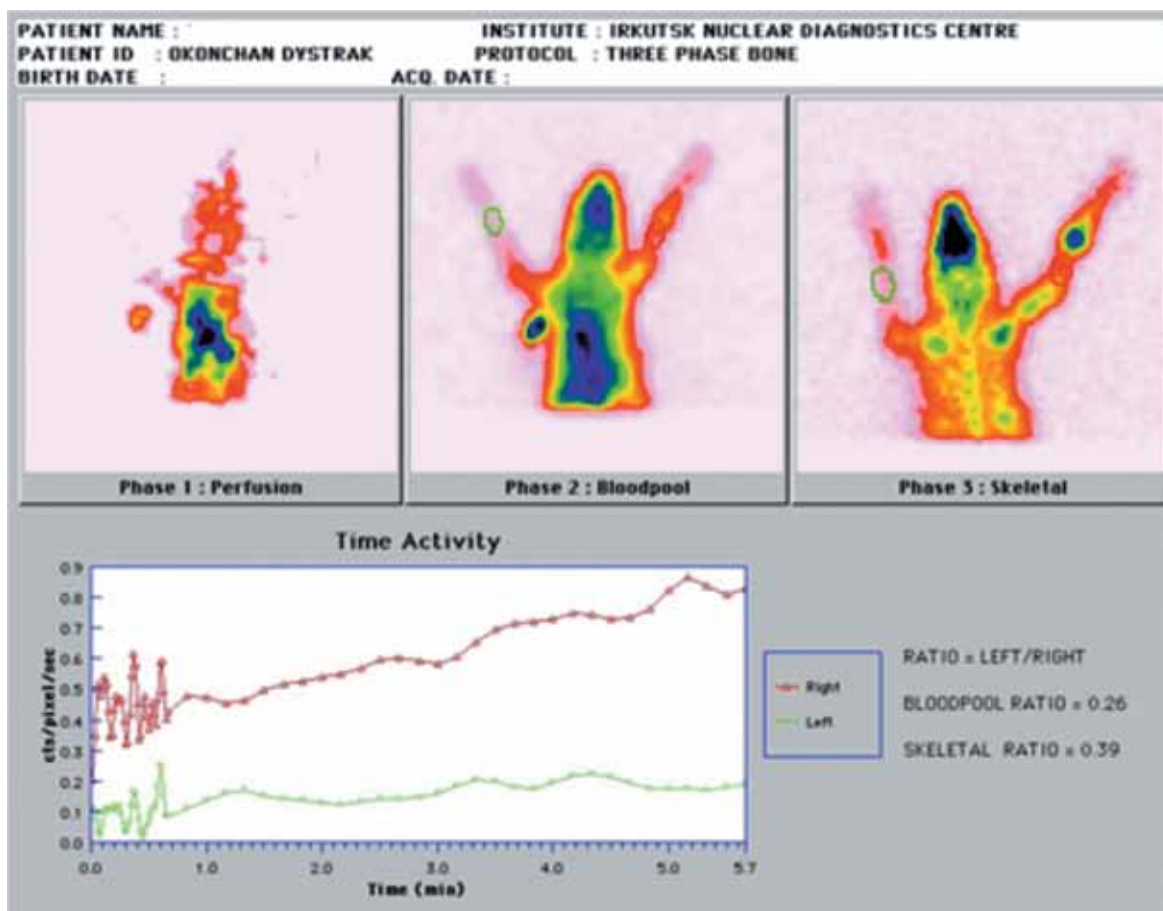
Остеосцинтиграмма. Кролик № 6 (группа 1, 10 суток distraction)
